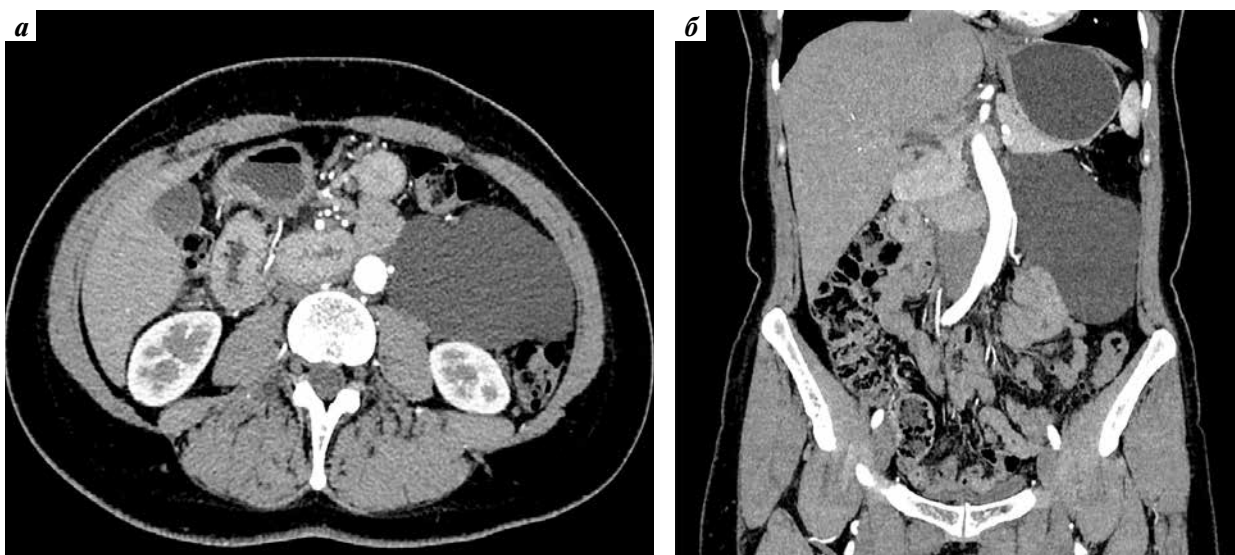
Компьютерная томография абдоминальной области, артериальная фаза исследования: а — аксиальная плоскость; б — фронтальная плоскость
